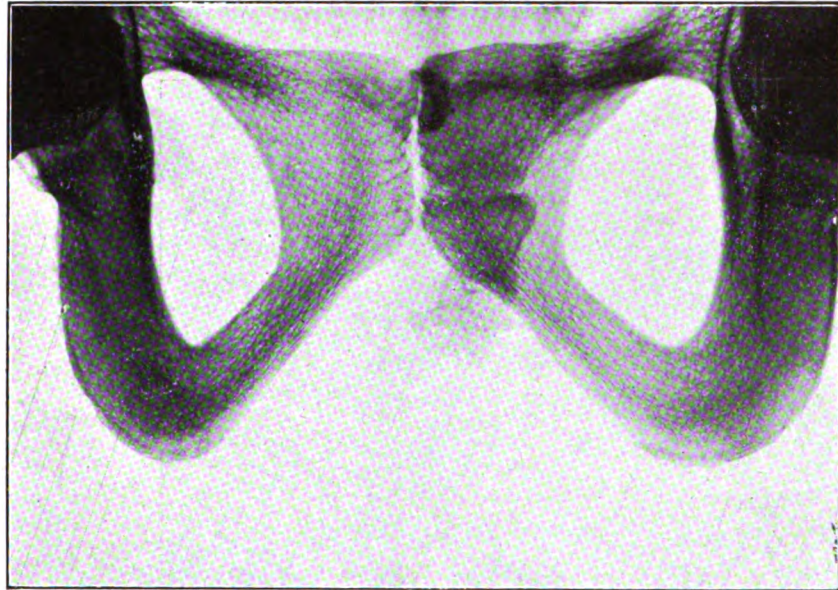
Radiographie de bassin sec, arcade pubienne sur plaque : rayon principal formant un angle de 30° avec l'horizontale pour chasser le sacrum. (Réduction d'un tiers des dimensions linéaires.)
